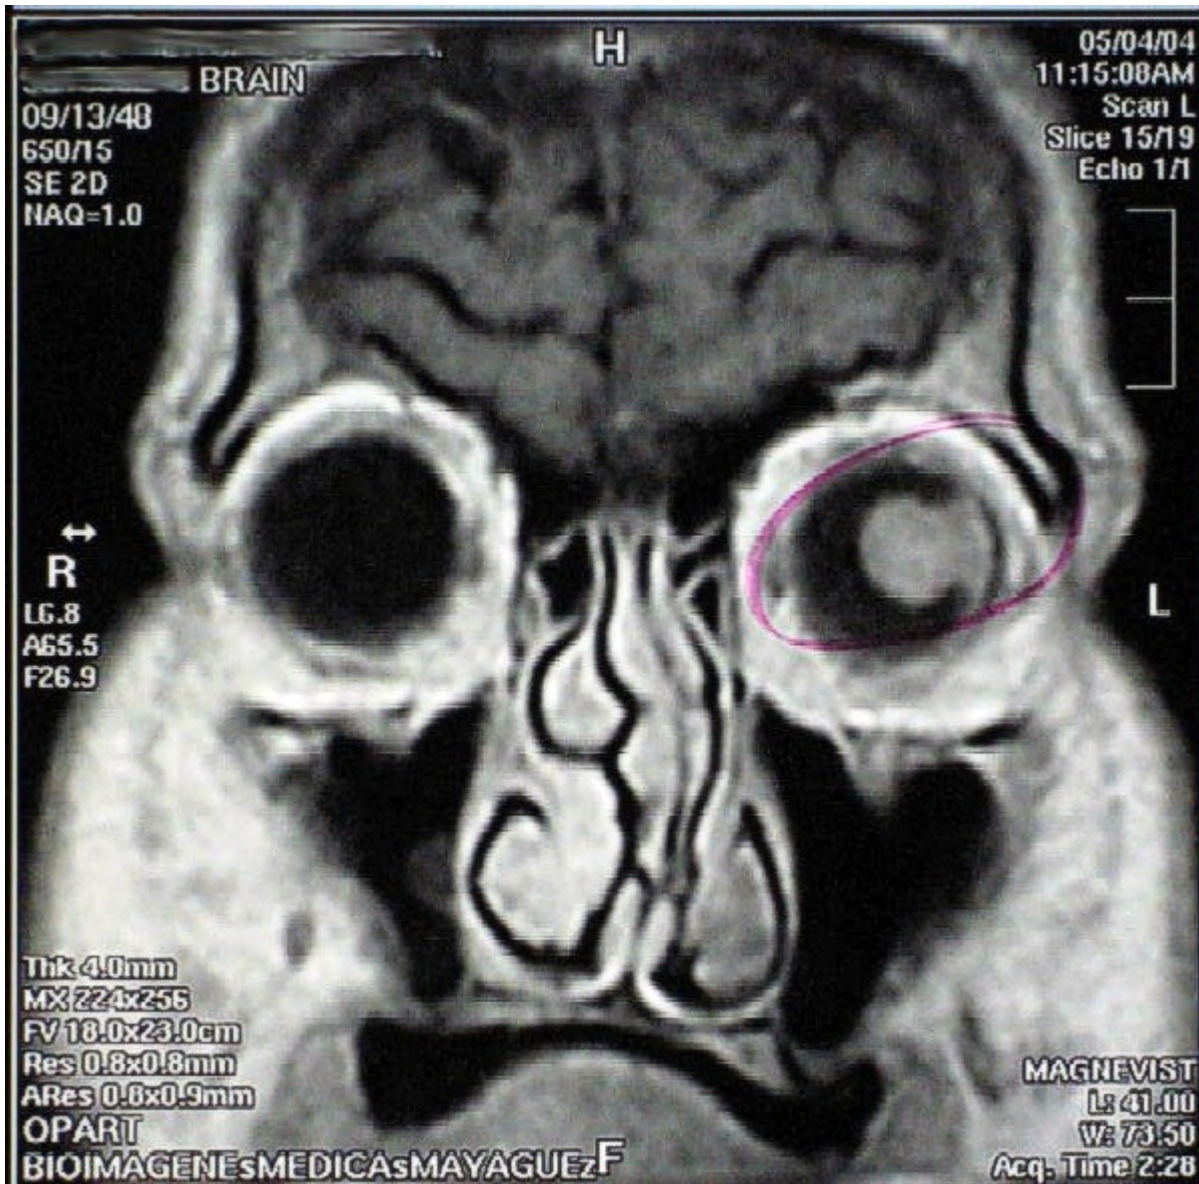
Figura # 3: Resonancia Magnetica
